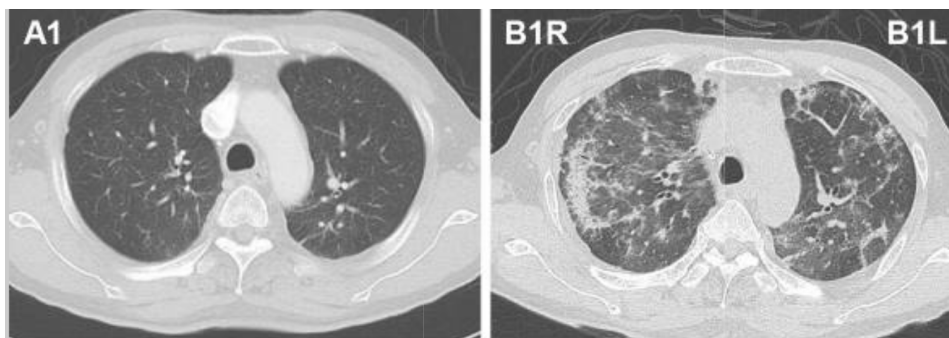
Scansioni TC prima (A) e dopo (B) un periodo di trattamento con osimertinib che ha determinato l'insorgenza di interstiziopatia. Tratto da Matsumoto et al. Interstitial Lung Disease Induced by Osimertinib for Epidermal Growth Factor Receptor (EGFR) T790M-positive Non-small Cell Lung Cancer. Intern Med. (2017).
